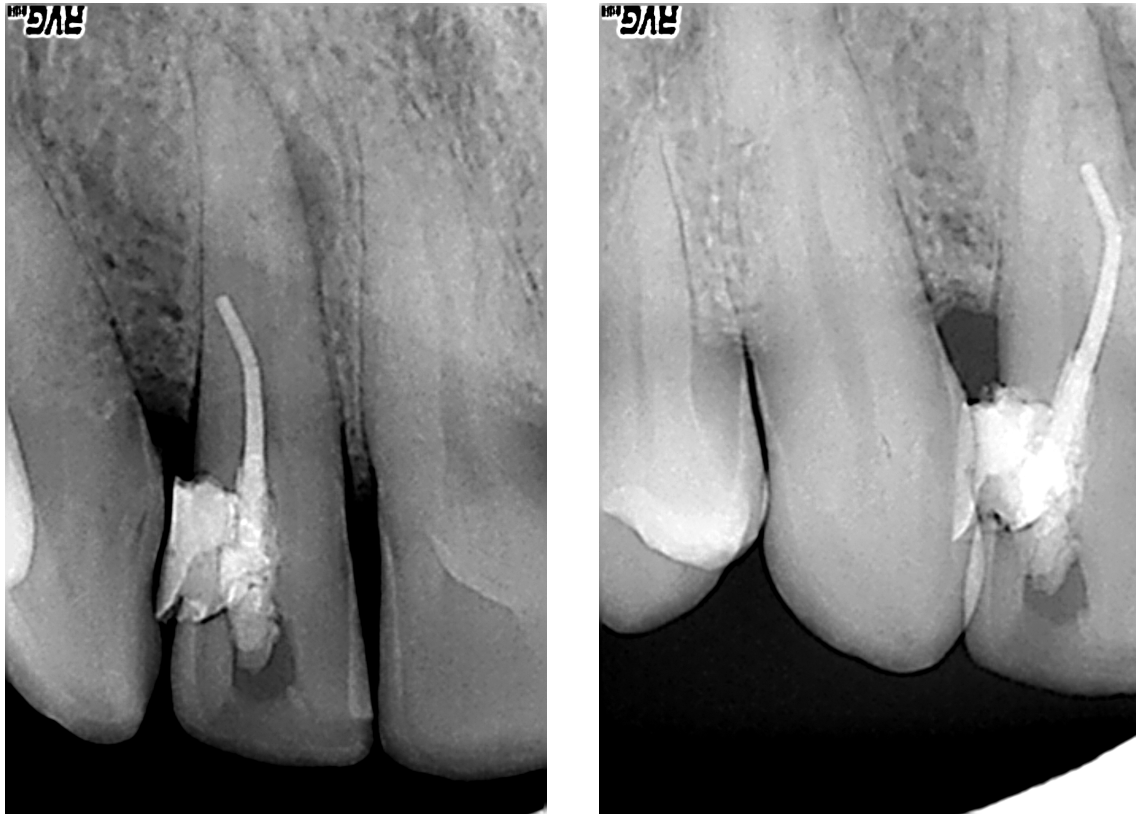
Die prä-operative orthoradiale (links) und exzentrische Röntgenaufnahme vom 07.09.2003 (Abb. 77, rechts) zeigen die insuffiziente Wurzelkanalfüllung an Zahn 12.
